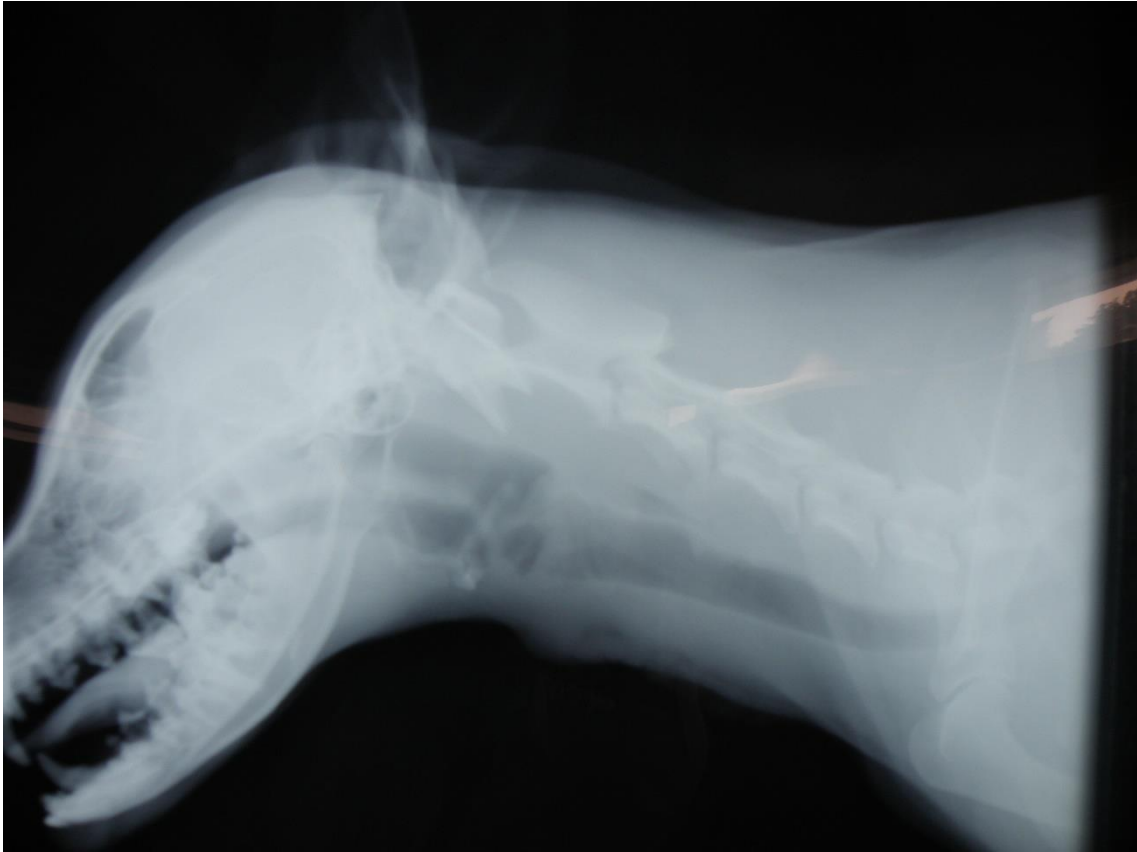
Radiografía lateral cervical en donde se observa continuidad traqueal.
